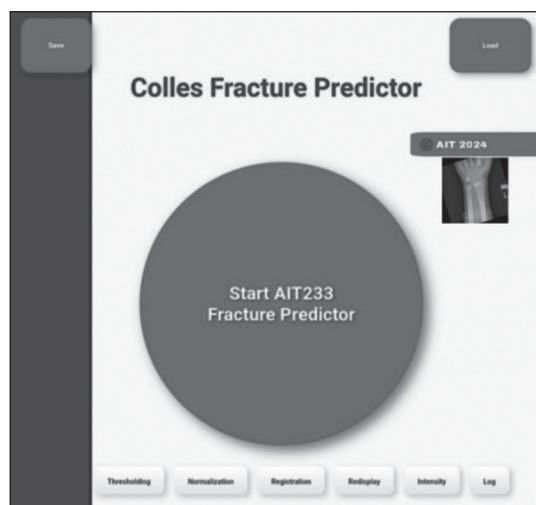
The GUI elements of AIT233 include loading local X-ray images and conducting sequential image processing techniques to obtain the comparative mean intensity
